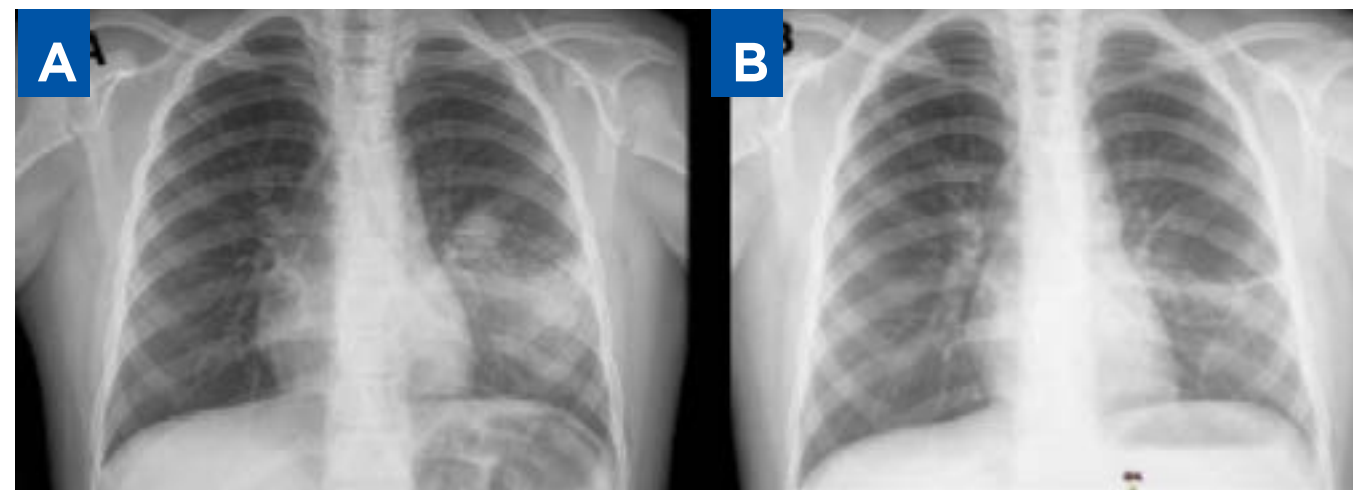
Radiografía de tórax. A. Al ingreso, se observó un consolidado de bordes mal definidos en el campo pulmonar izquierdo. B. Imagen obtenida luego del tratamiento con metronidazol.
